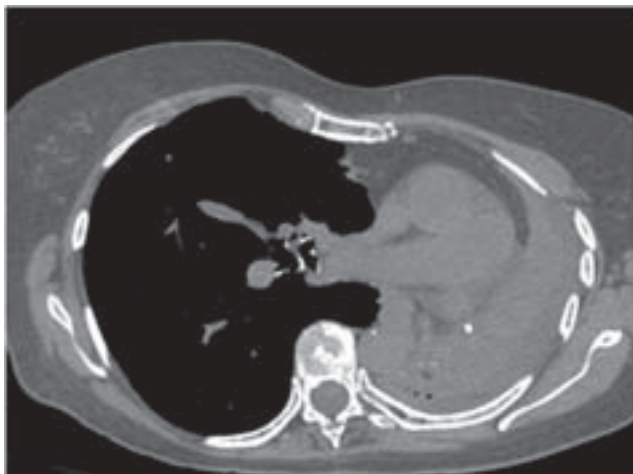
Tomografia Computadorizada de Tórax apresentando atelectasia de pulmão esquerdo. InCor-HCFMUSP.
